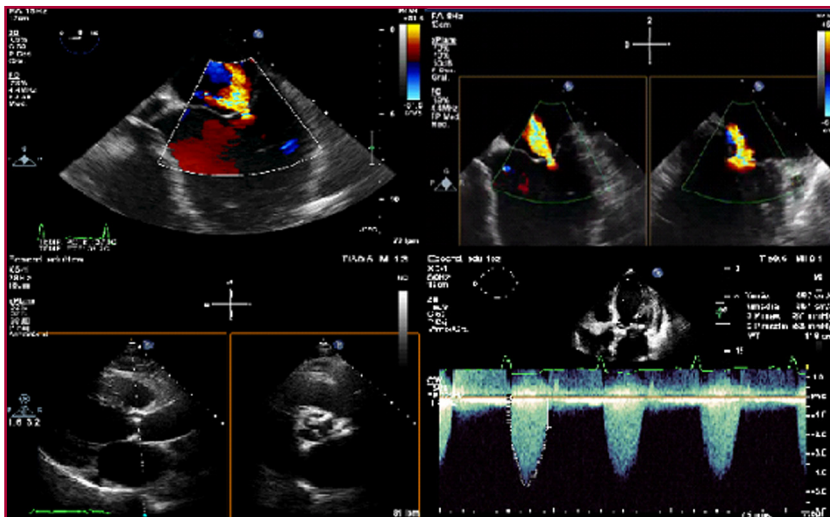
Ecocardiograma transtorácico y transesofágico de un paciente portador de estenosis aórtica grave e insuficiencia mitral grave en su evaluación preemplazo valvular aórtico percutáneo. Las imágenes superiores muestran la evaluación de la gravedad de la insuficiencia mitral mediante estimación del orificio regurgitante efectivo (eco transesofágico 2D, imagen izquierda) y evaluación biplanar (tipo X-plane) para estimación del orificio en 3D (imagen derecha). Las imágenes inferiores demuestran la evaluación de la estenosis aórtica a través de la estimación del diámetro del tracto de salida, el área por planimetría (izquierda) y la estimación del área por ecuación de la continuidad a través de la velocidad máxima obtenida en Doppler continuo.
